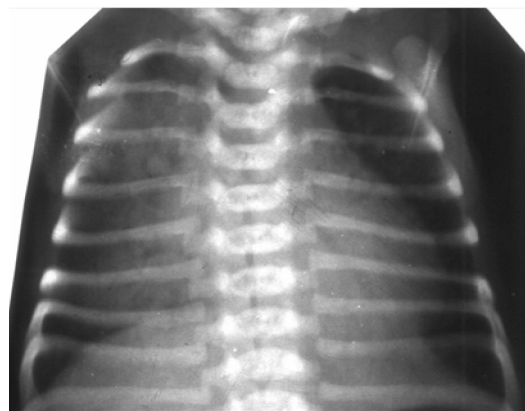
Хворий З. (недоношений), 9 днів. Рентгенологічні ознаки альвеолярних КЛ (на фоні набряку правої легені відмічається вогнищево-подібна тінь)
